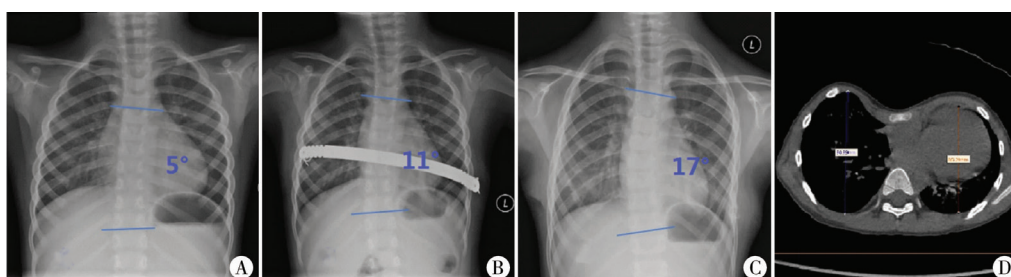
A. 男性漏斗胸患儿, 5.2 岁, X 线片示术前无脊柱侧弯; B. X 线片示 Nuss 手术后出现胸段右凸侧弯, Cobb 角 11°; C. 3 年后取出钢板, X 线片示侧弯进展 Cobb 角为 17°; D. CT 提示为不对称漏斗胸, 左侧凹陷
